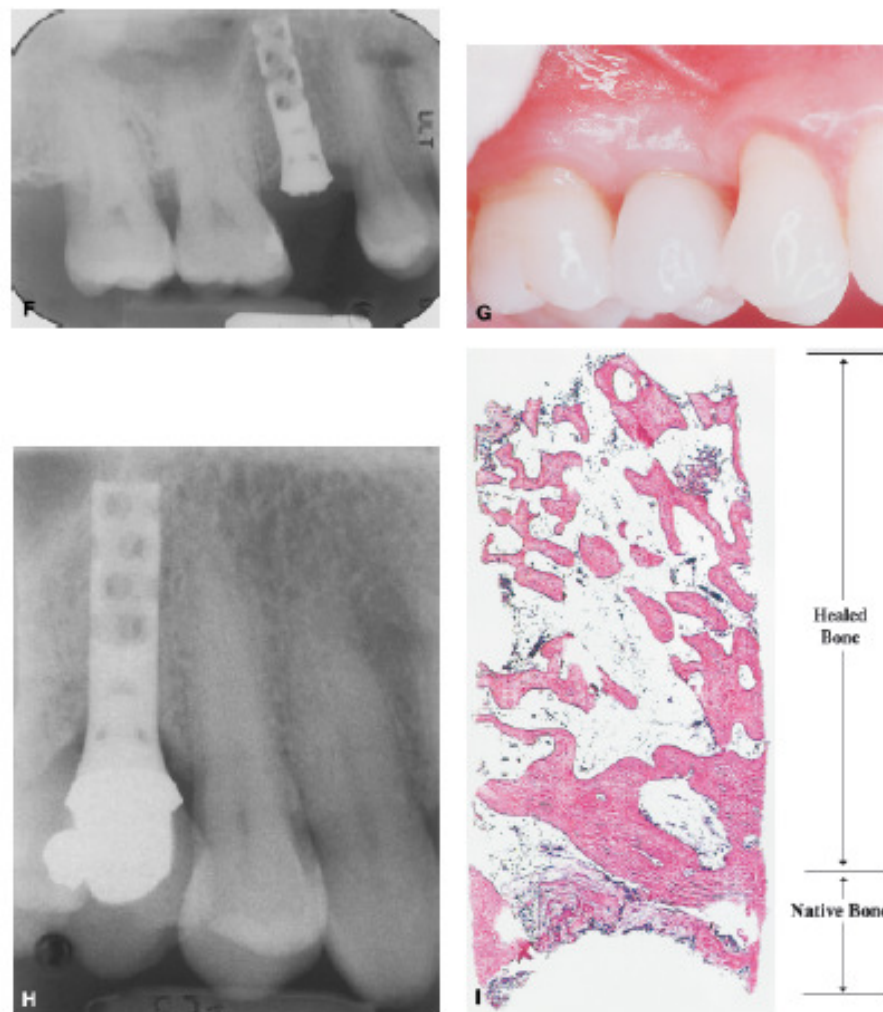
(F) Radiografia após colocação do implante; (G) Restauração final, visita de 3 anos; (H) Radiografia do elemento após 3 anos; (I) Biópsia após 30 semanas da colocação de rhBMP-2/ACS (aumento de 2x).
